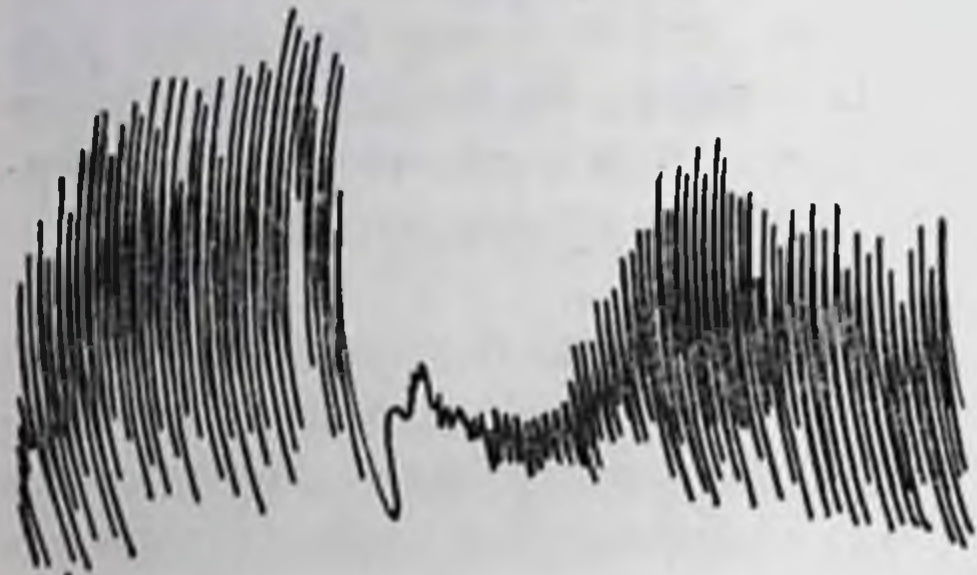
Торможение активной подвижности изолированной кишечной петли при перфузии ее кровью животного, страдающего разлитым гнойным перитонитом.
